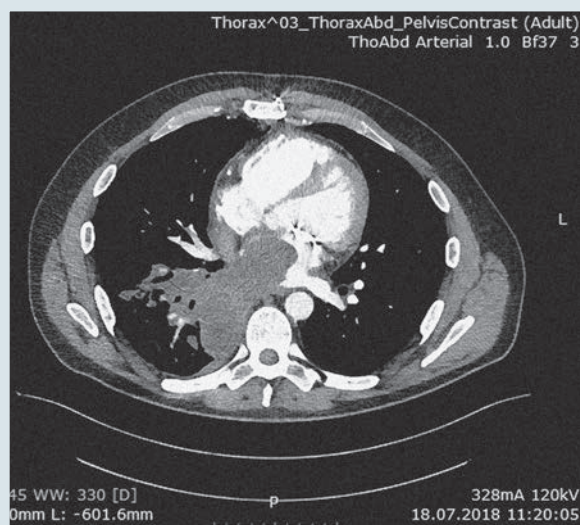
Компьютерная томография сердца. Рецидив новообразования левого предсердия
